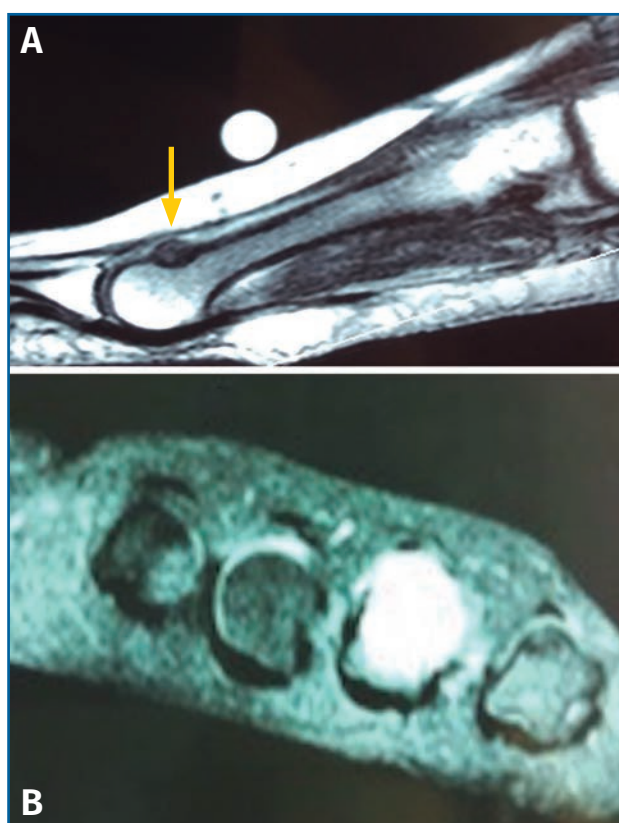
Resonancia magnética en corte sagital (A) con imagen de lesión en el dorso del cuello del 4.º metatarsiano hipointensa en T1. En corte axial (B) se observa alteración de señal hiperintensa en T2 a nivel del 4.º metatarsiano.
